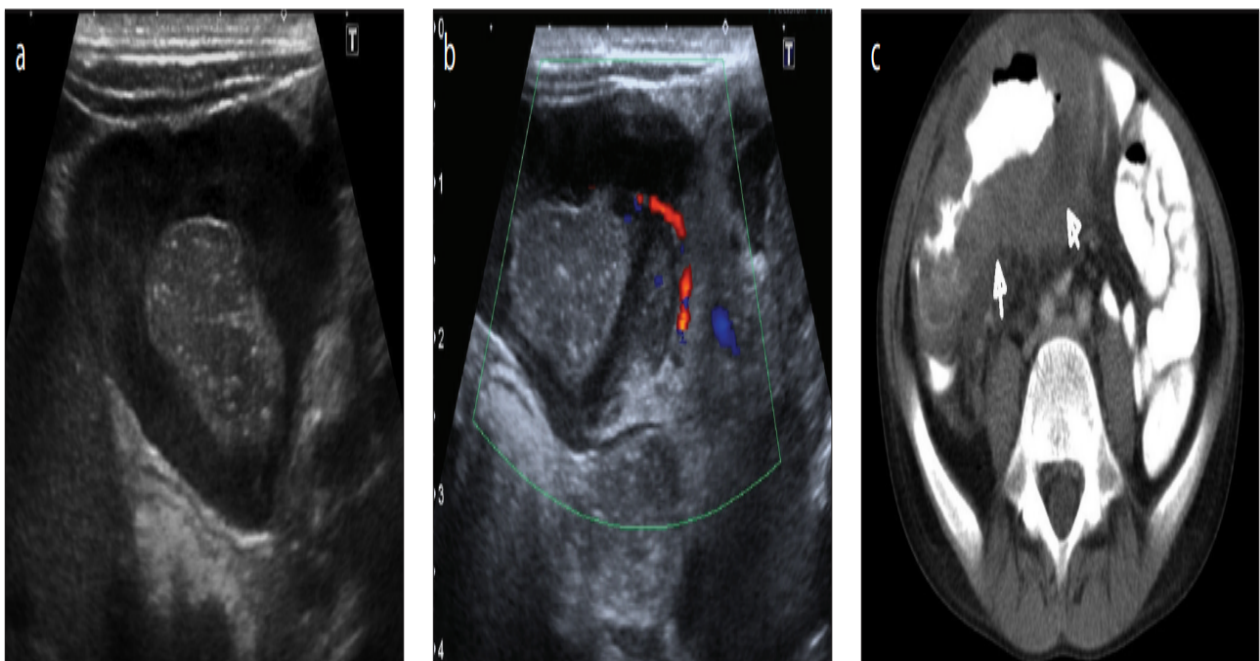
a-c. L'image échographique abdominale (a) (transducteur linéaire de 9 MHz ; plan transversal) d'un garçon de 12 ans montre un épaissement asymétrique et hypoéchogène de la paroi intestinale dans la fosse iliaque droite. L'échographie Doppler couleur (b) montre la vascularisation de la paroi intestinale épaissie. Tomodensitométrie abdominale avec produit de contraste oral et intraveineux (c) montre un épaissement asymétrique de la paroi intestinale et une dilatation anévrismale de la lumière au niveau de l'iléon terminal (flèches blanches).
